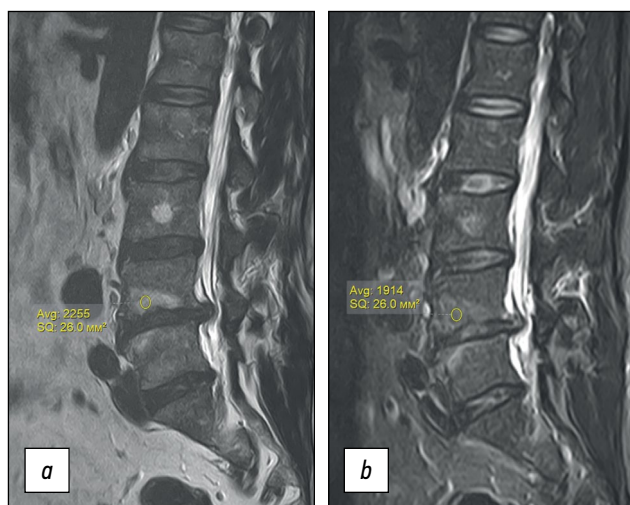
MRI of the lumbar spine in the sagittal projection. T₂WI, degenerative-dystrophic changes in a patient without an oncological history. *a*) Zones of heterogeneous subcortical edema are determined in the bodies of the vertebrae L_{IV}, L_V against the background of a herniated disc. *b*) In the STIR mode, the severity of edema appears to be reduced in relation to T₂WI due to areas of fatty degeneration and subcortical sclerosis.
